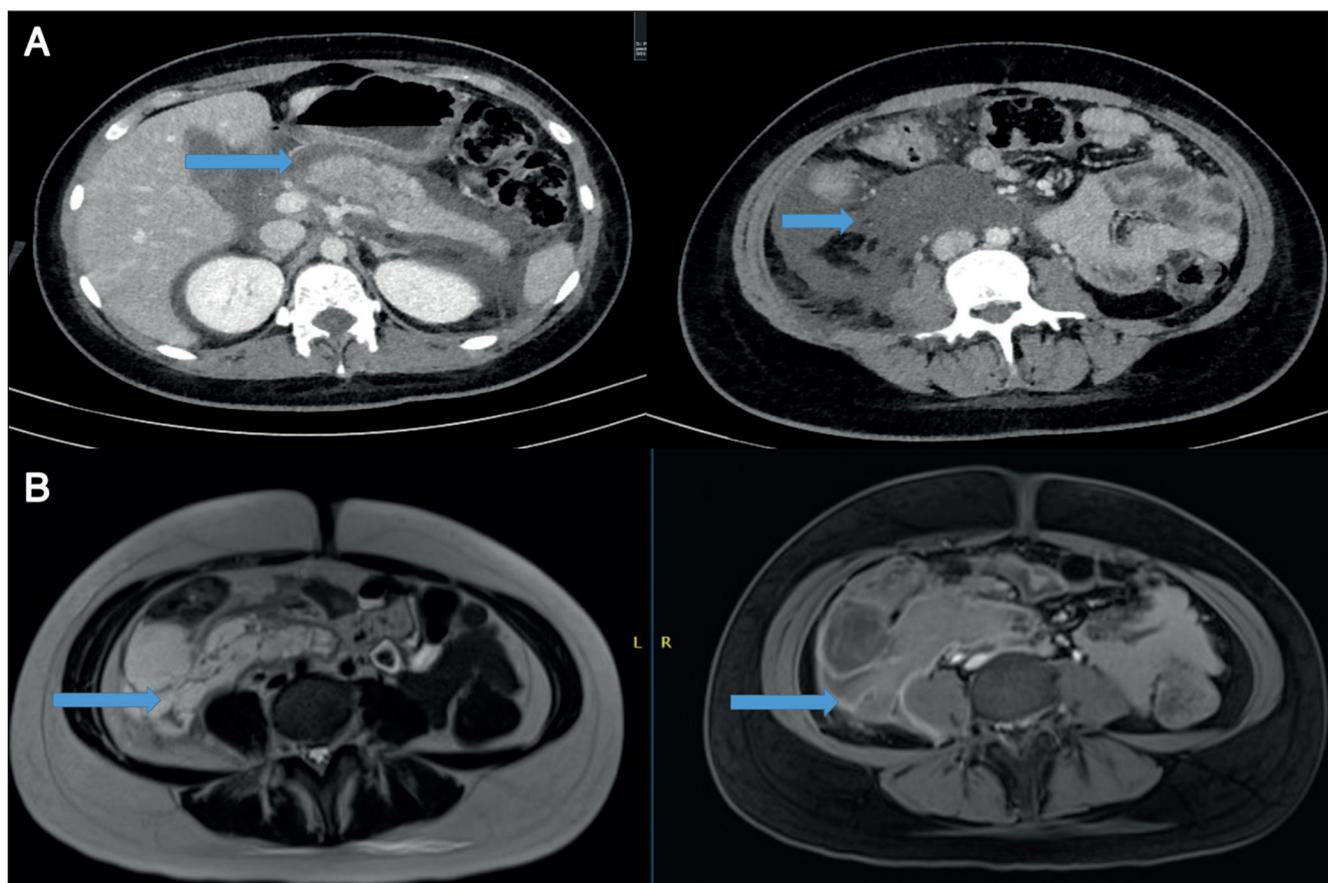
(A) Tomografía computarizada (TC) de ingreso, que mostró un páncreas aumentado de tamaño y edematoso, sin colecciones peripancreáticas (flechas). (B) Resonancia magnética nuclear (RM) de control a los 10 días de evolución, que mostró PA con una colección necrohemorrágica aguda pararenal anterior derecha y otra en el mesocolon transverso, sin signos de necrosis pancreática ni cálculos biliares (flechas).
